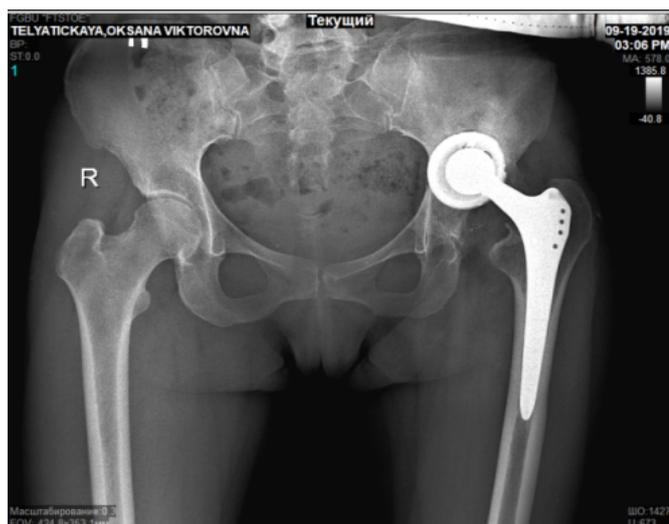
Plain radiograph of the pelvic bones of patient T. 123 months after primary arthroplasty
